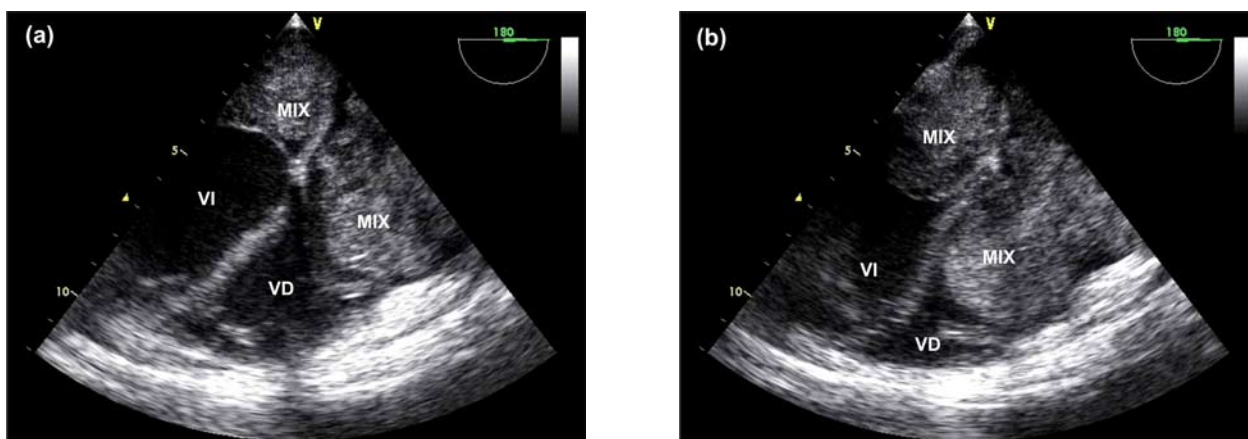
Imagen de ecocardiografía transesofágica a 180 grados. (a) Se aprecia en cada aurícula una gran masa tumoral, lobular, de aspecto denso móvil, que ocupa la aurícula izquierda y parte de la aurícula derecha. (b) En diástole, se aprecia el prolapso del mixoma biauricular a través de la válvula mitral y tricuspídea, hacia el ventrículo izquierdo y derecho, respectivamente. MIX: mixoma; AI: aurícula izquierda; AD: aurícula derecha; VI: ventrículo izquierdo; VD: ventrículo derecho.
